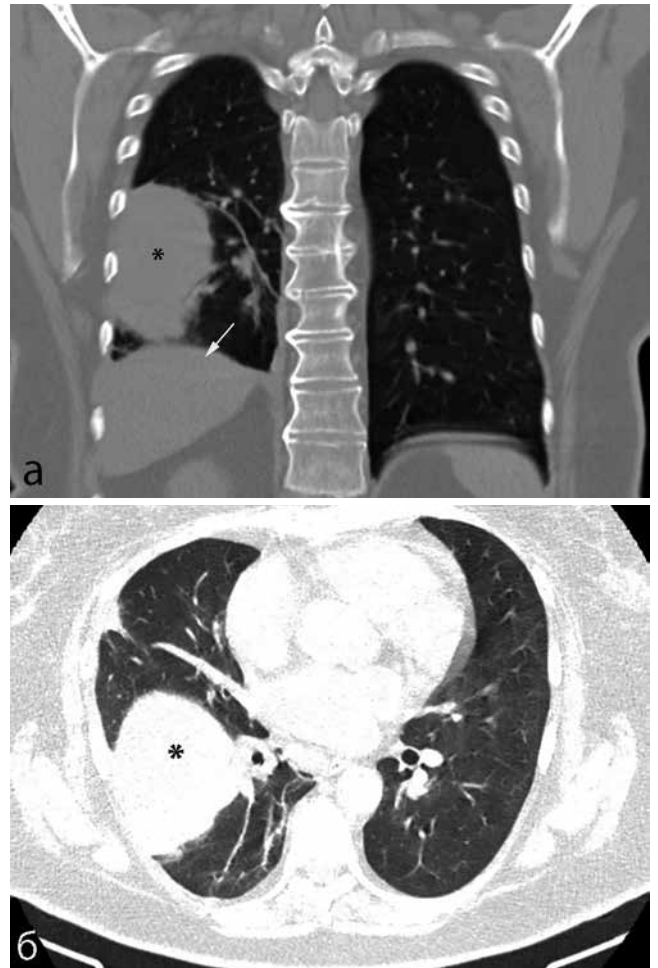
КТ ОГК № 2 пациентки П. от 15.06.2021. Образование высокой плотности в нижней доле правого легкого (*), выпот в плевральной полости (стрелка). а – фронтальная, б – аксиальная проекция
